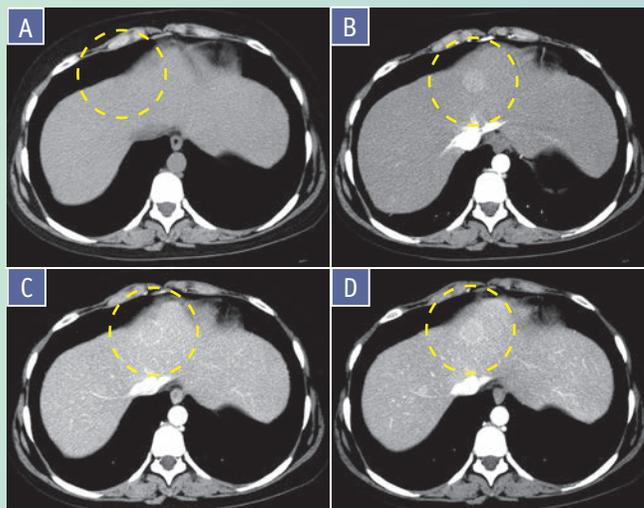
造影CT画像 (S4, 17mmの肝細胞腺腫症例)
